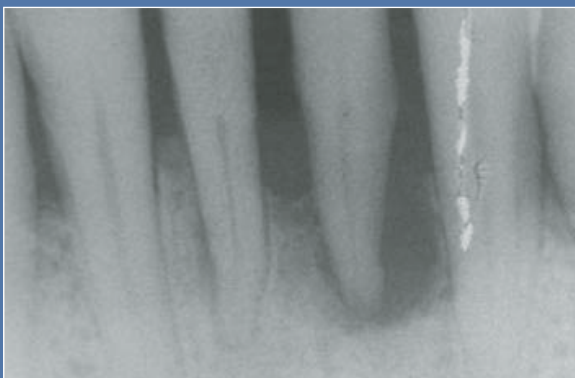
Fig 2c7. Radiografía tomada al mes de realizar el injerto de encía libre. Podemos empezar a distinguir un entramado óseo con gran capacidad de regeneración
